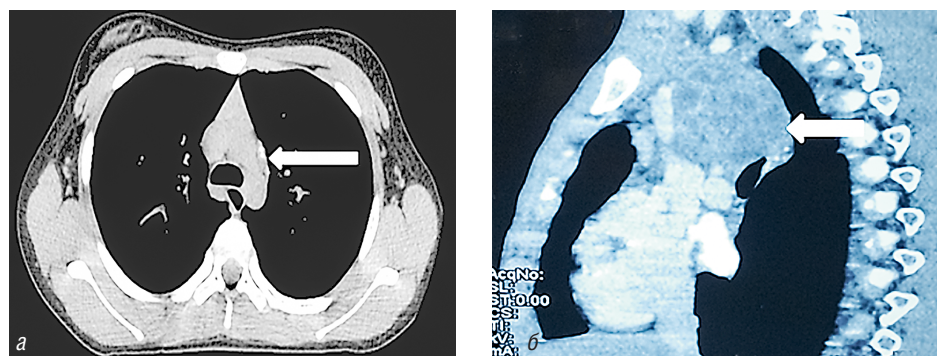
Компьютерная томограмма: *а* — туберкулез парааортальных лимфатических узлов в стадии кальциноза, аксиальная проекция; *б* — туберкулез лимфатических узлов паратрахеальной, трахеобронхиальной области, опухолевидная форма (стадия казеозного некроза), сагиттальная проекция
